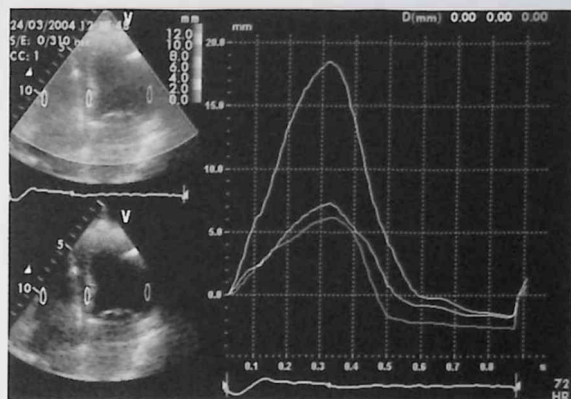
Valoración de la sincronía con Doppler Tisular tras el ajuste de los intervalos AV y VV.
